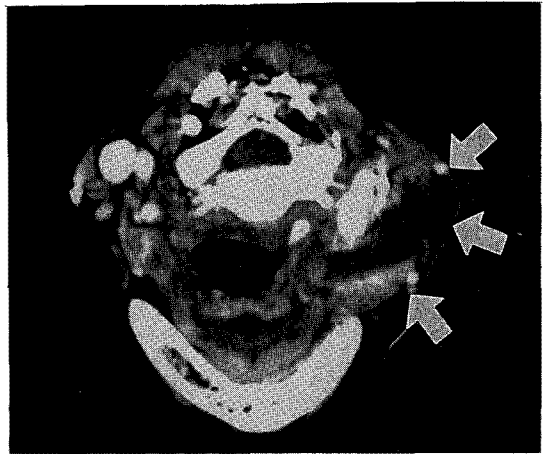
CT scan of the neck showing the low-density lesion with peripheral enhancement(arrow) in the left cervical area (Case 2).
